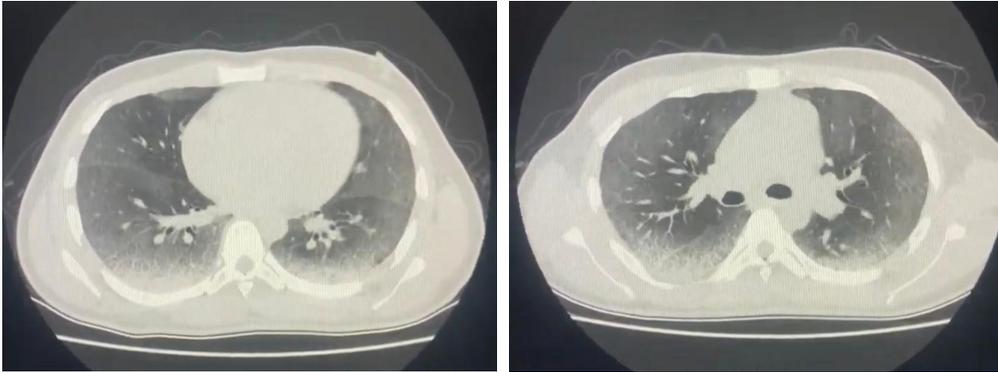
Radiografía de tórax, radiopacidades difusas a predominio de región subpleural
